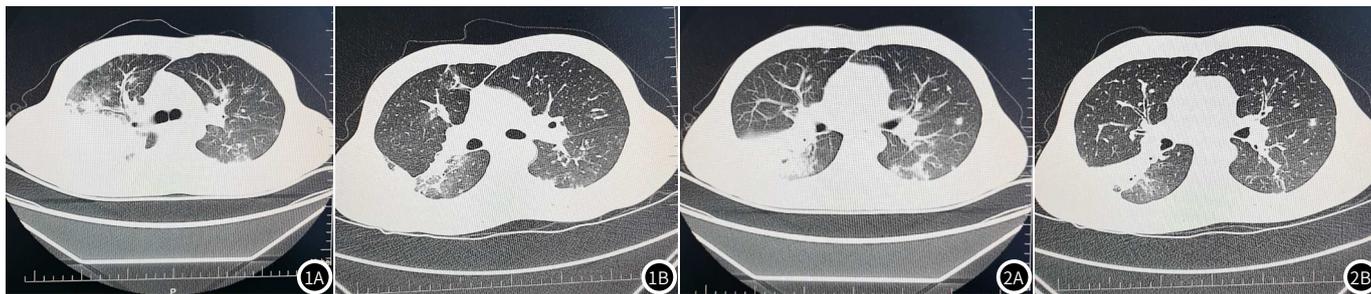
观察组治疗前胸部CT; 图1B 观察组治疗后胸部CT。图2A 对照组治疗前胸部CT; 图2B 对照组治疗后胸部CT。
